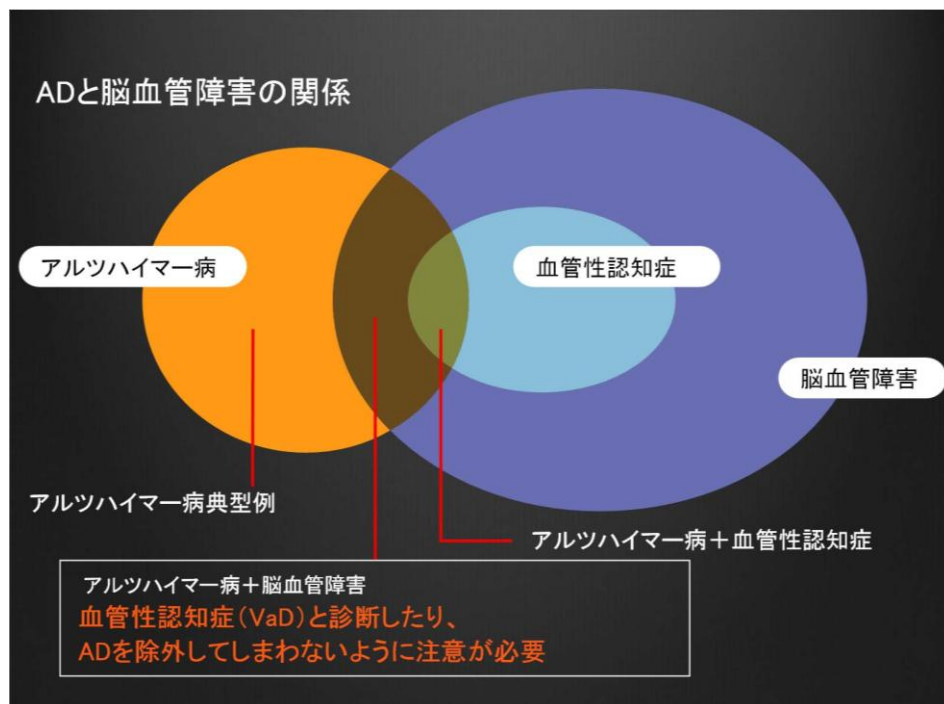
(違いのわかる SPECT 診断シリーズ ④日本医科大学武蔵小杉病院 内科 北村伸先生)
